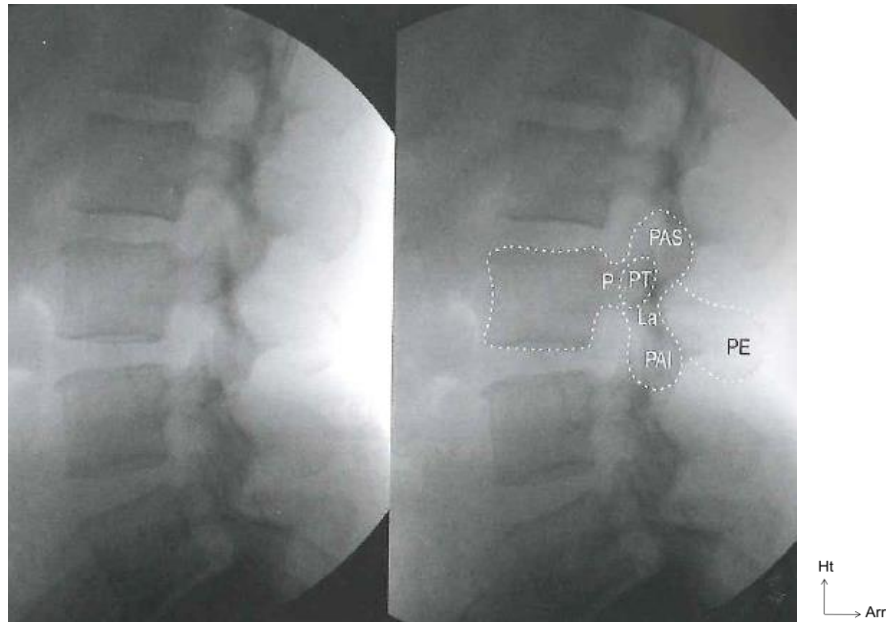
Lignes observées sur des radiographies: incidence latérale
